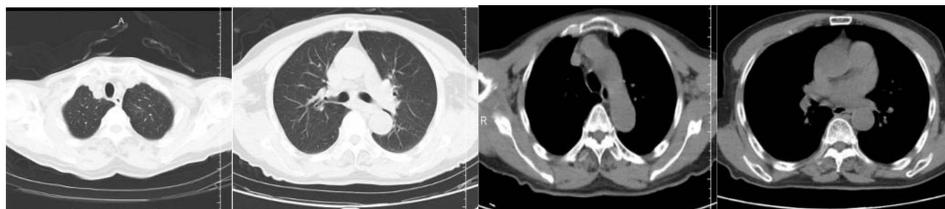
Chest CT results
